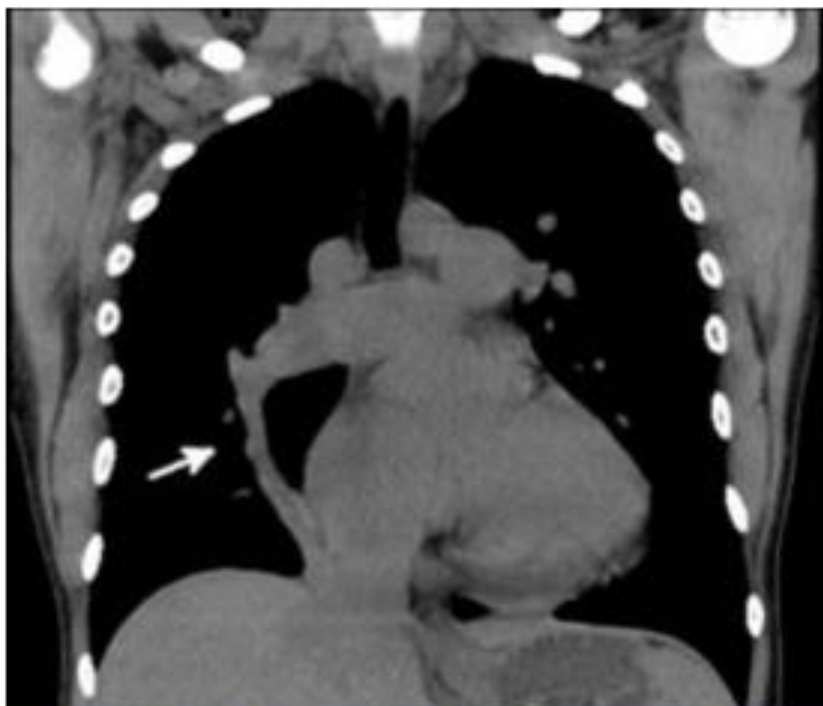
Noncontrast CT of the chest demonstrating right sided “scimitar vein” (white arrow) draining toward diaphragm.
